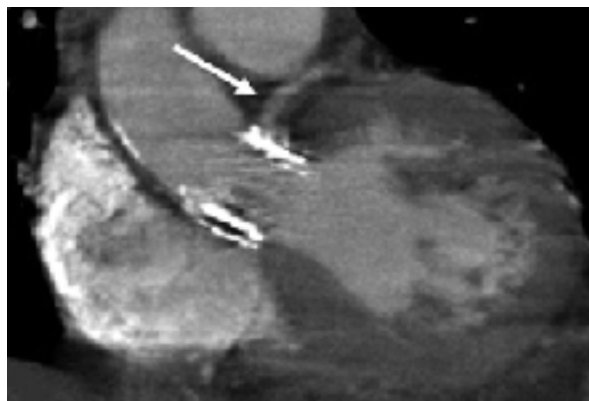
TC che mostra l'occlusione del tronco comune da parte di una protesi Edwards SAPIEN.
